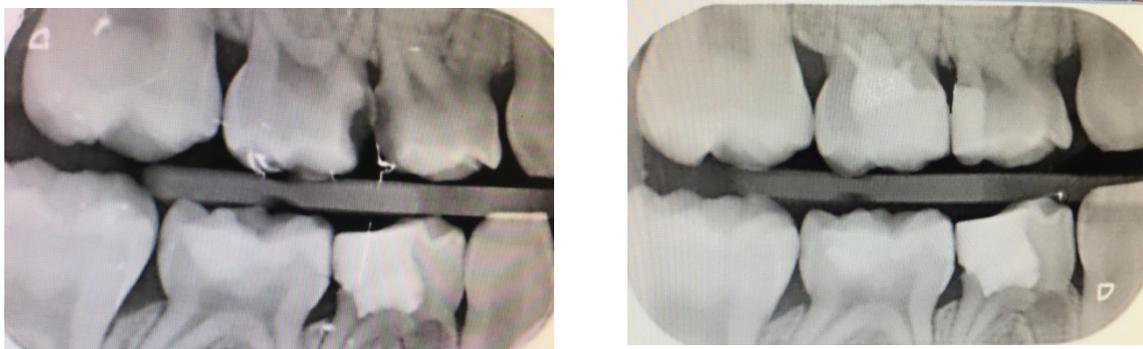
Radiographies pré et post opératoires
